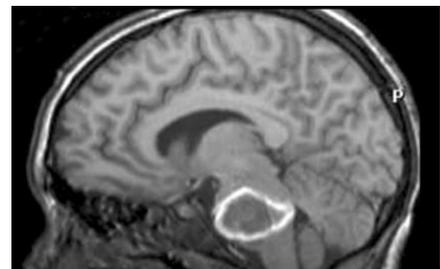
MRT einer 13-jährigen LIS-Betroffenen aus sagittaler Ansicht
